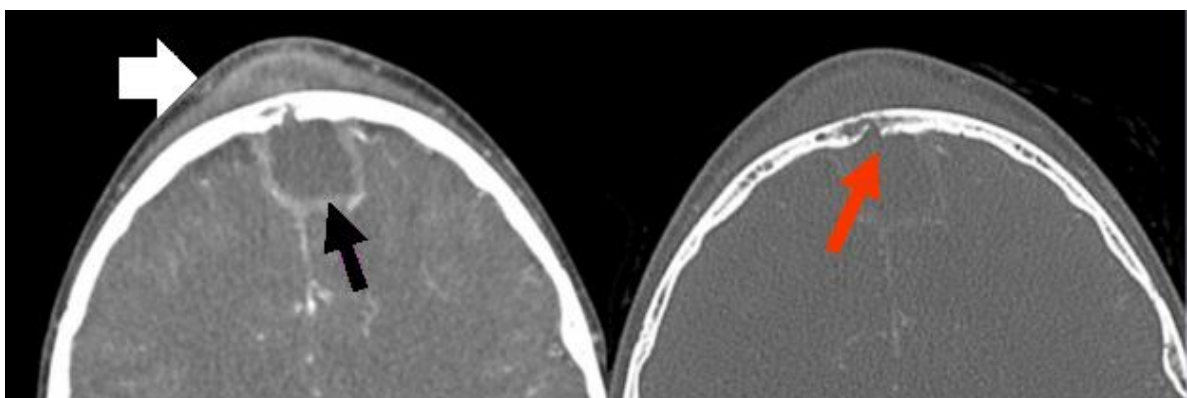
TC com contraste mostra coleção de fluido (seta preta), deiscência do osso frontal por osteomielite (vermelha) e um abscesso frontal (tumor de Pott) (branca) associados a sinusite frontal¹²²
